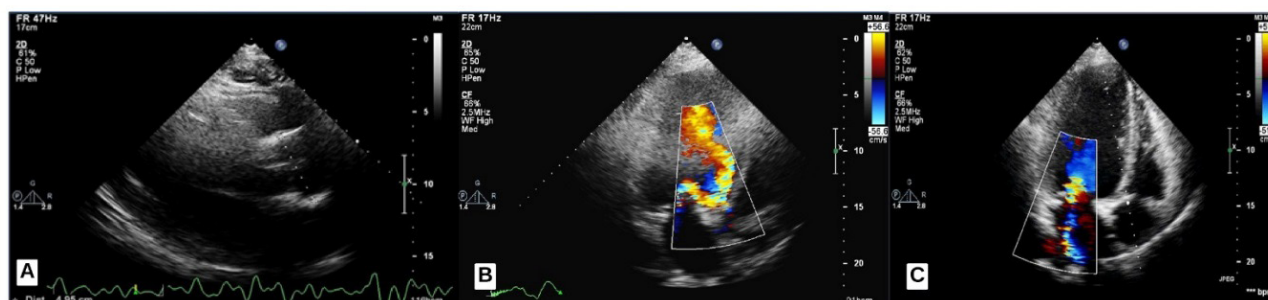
Трансторакальная эхокардиография пациента Н. демонстрирует дилатацию левого предсердия, левого желудочка и корня аорты в парастеральной позиции по длинной оси в В-режиме (А), аортальную регургитацию в апикальной 5-камерной позиции (В) и митральную регургитацию в апикальной 4-камерной позиции (С) в цветовом доплер-режиме
